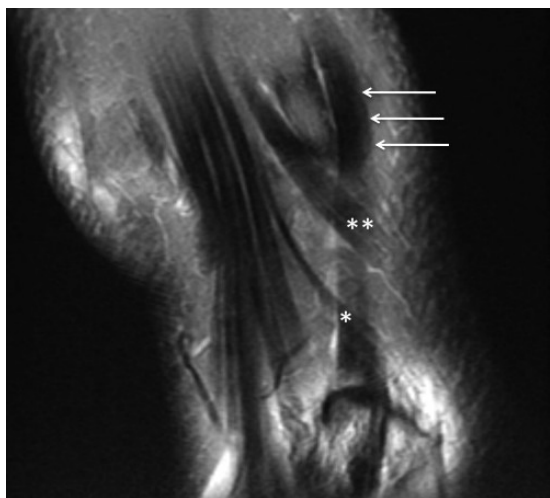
Le croisement proximal (*) et le croisement distal (*) des tendons extenseurs radiaux du carpe (flèches) sur une coupe coronale dorsale en IRM.
